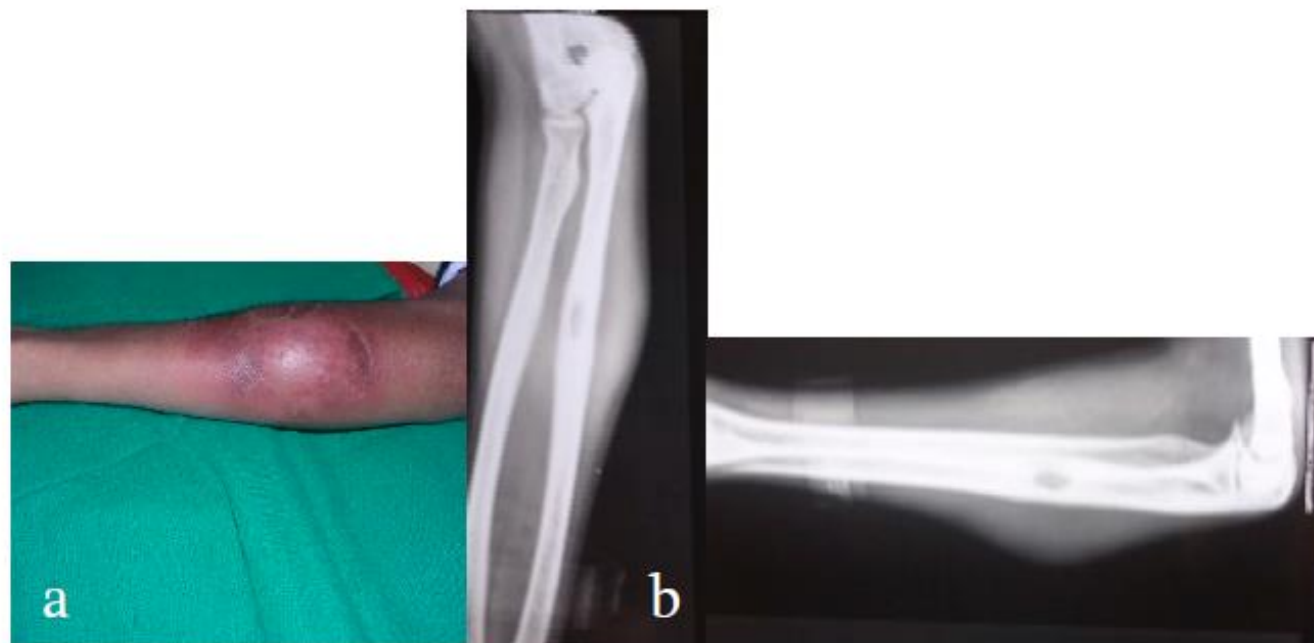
(a) An 18-year-old female presents with a gradually progressive soft to firm swelling over her mid-upper forearm for 2 months, suggestive of a cold abscess. (b) X-rays suggestive of lytic lesion in the diaphysis of the ulna with significant soft tissue swelling around it, suggestive of infective pathology. Final diagnosis: pan-sensitive TB.
